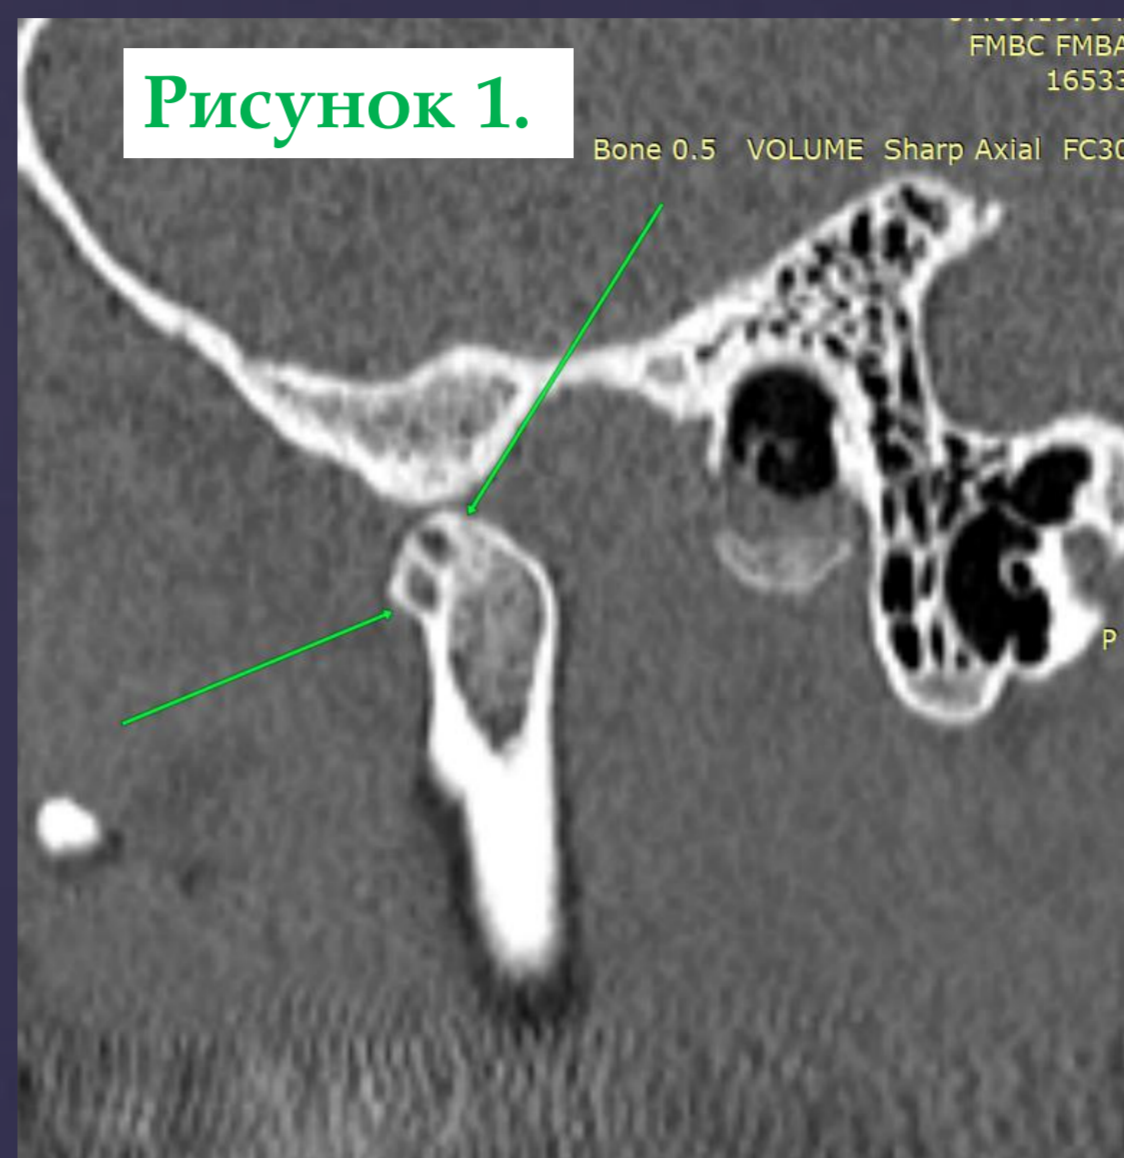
1,2. КТ справа. Открытый рот. Истончение кортикального слоя суставной поверхности суставной головки справа и субхондральная мелкокистозная перестройка.
